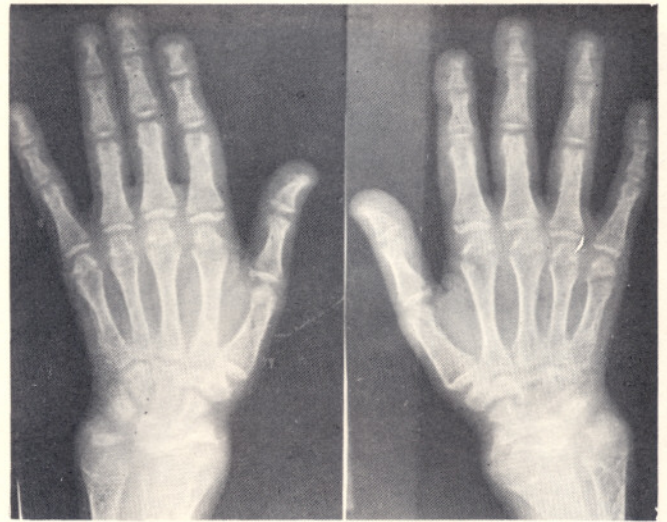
Radiografía de manos antes del tratamiento con evidentes lesiones raquitoideas.
